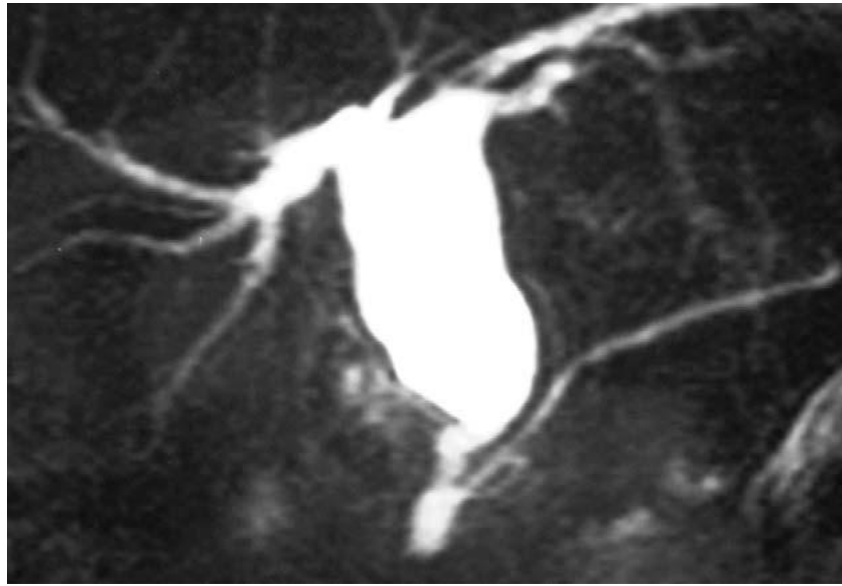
Cholangio-IRM montrant une dilatation kystique type I selon Todani associée à une anomalie de la jonction biliopancréatique type I selon Kimura.
